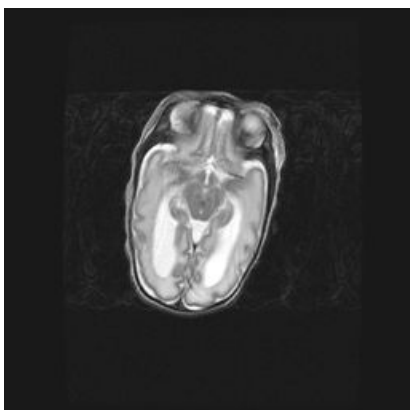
Лизэнцефалия. МРТ в T2 ВИ
